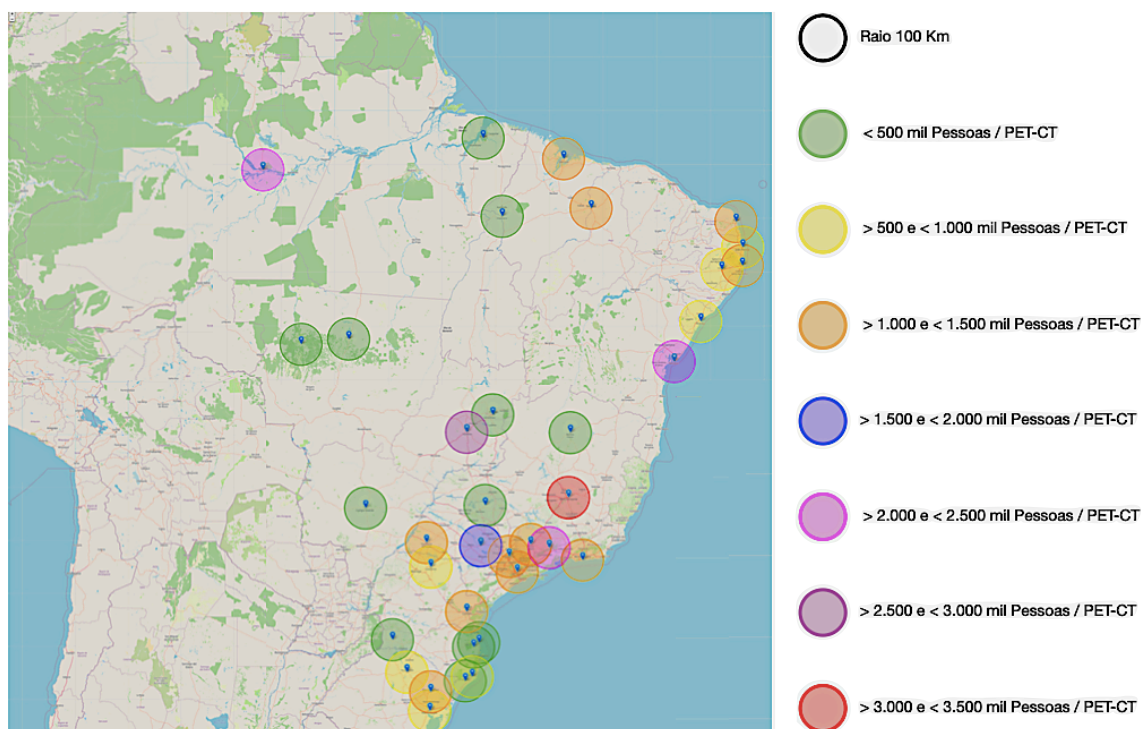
Mapa concentração de habitantes por Equipamento PET-CT no Brasil em um raio de 100 km
